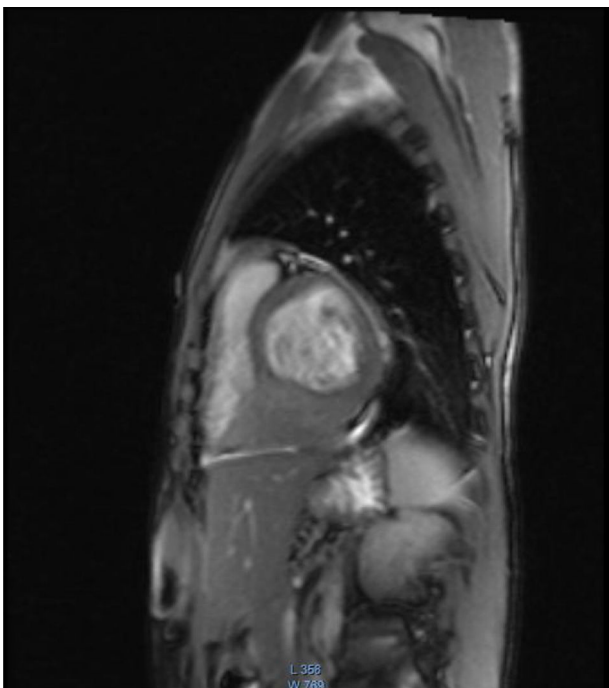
Resonancia nuclear magnética contrastada de corazón, vista lateral.
